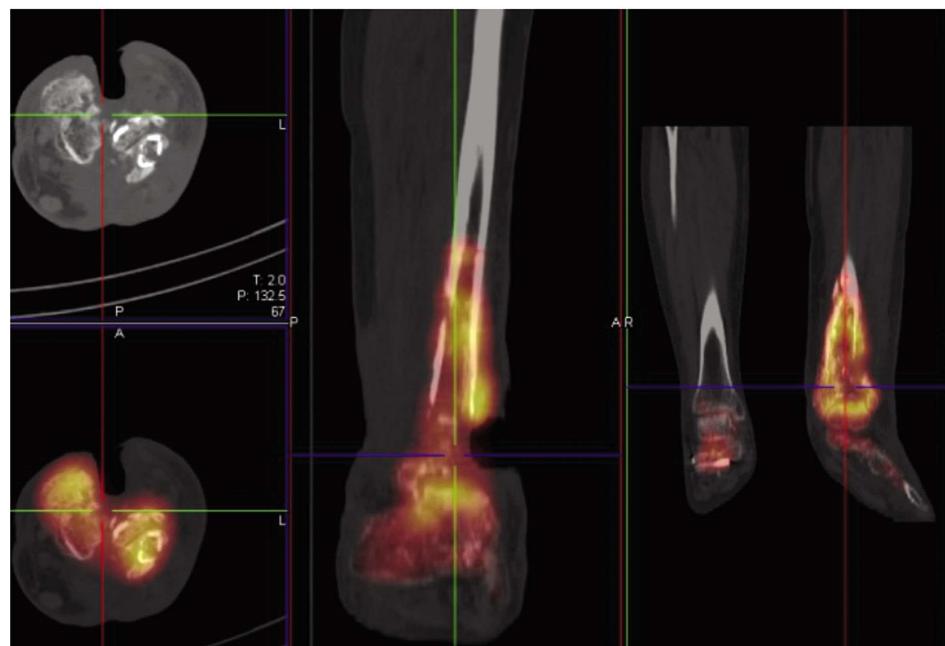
左胫骨远端骨髓炎术前 SPECT/CT 检查
